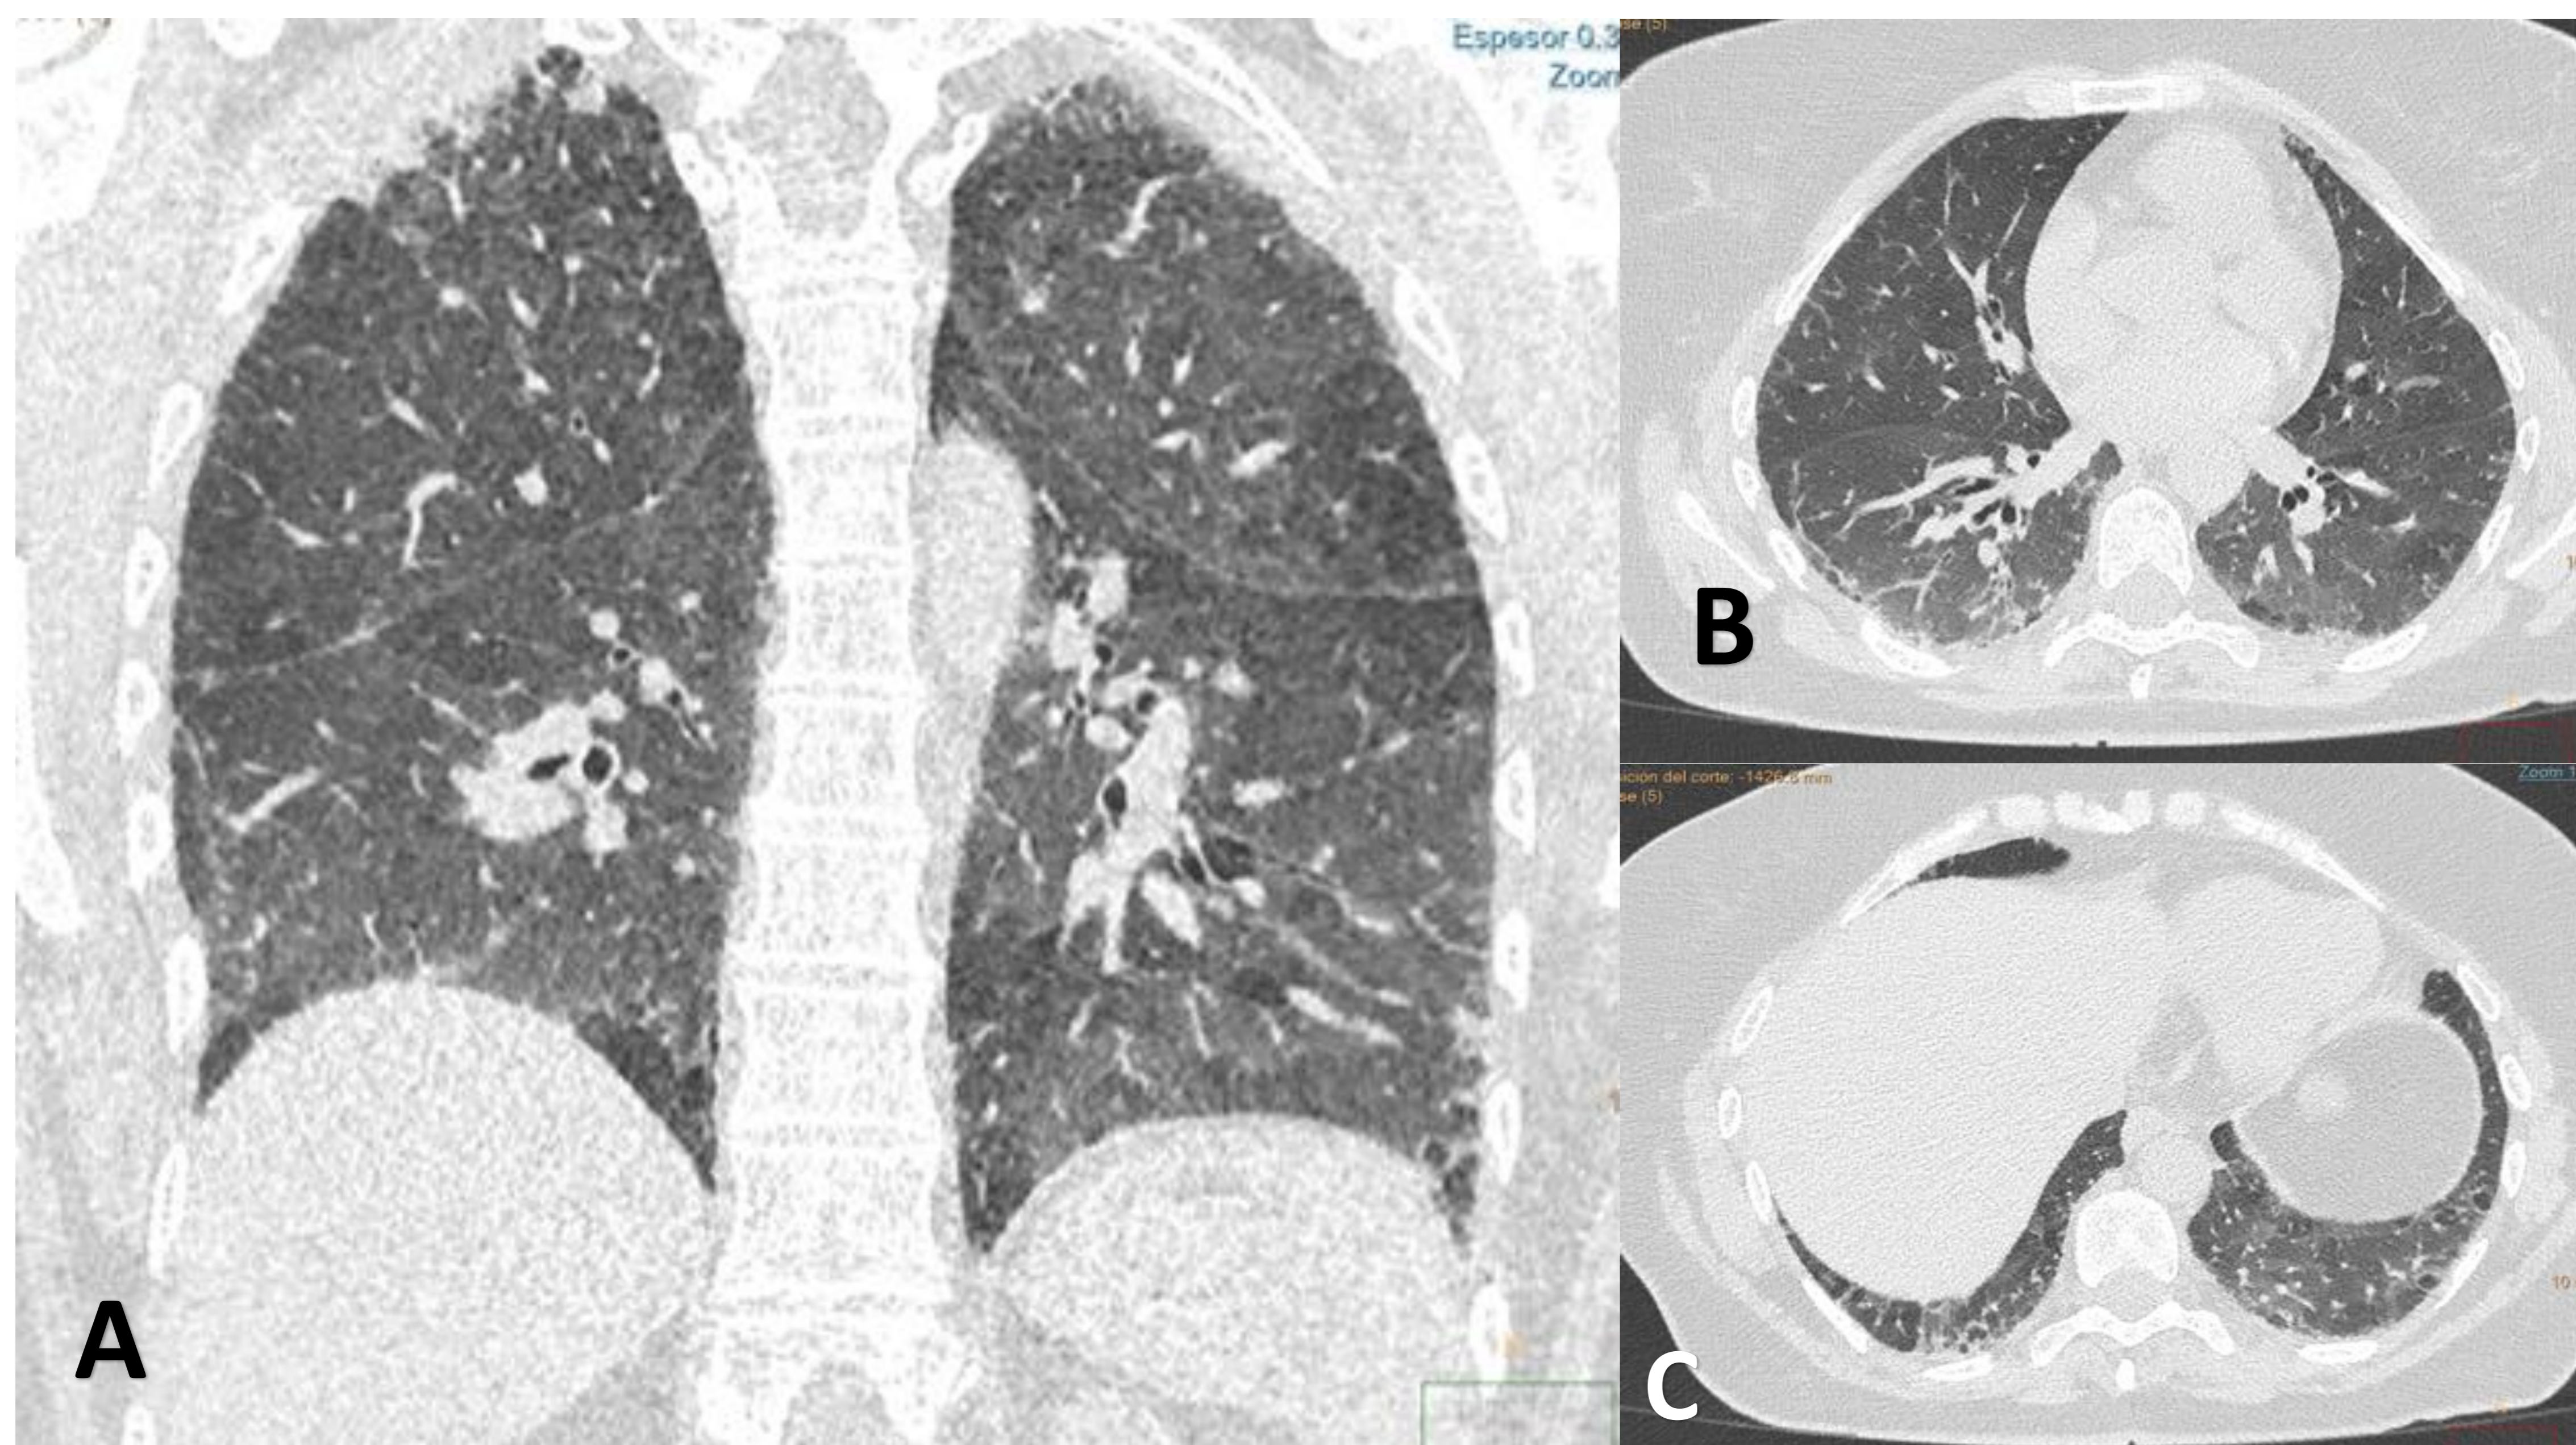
TC de tórax, corte coronal (A) y axiales (B-C) en un paciente trasplantado renal con infección por COVID19 en el que se visualizan áreas en vidrio deslustrado de predominio en lóbulos inferiores.
